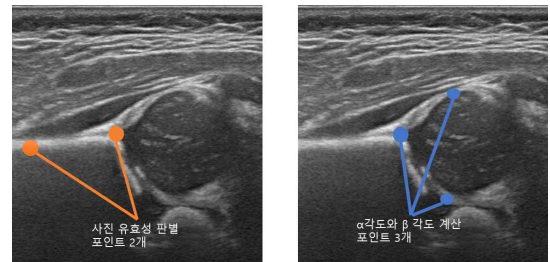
Four points on ultrasound scans
